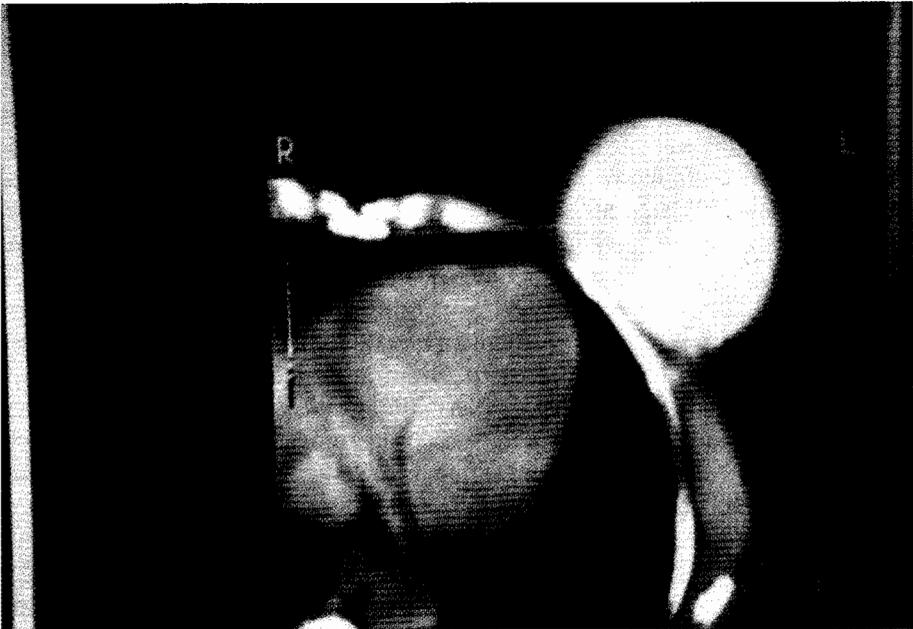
Imagen de tomografía axial computarizada (TAC), obtenida para control locorregional de una paciente intervenida de reconstrucción postmastectomía.
